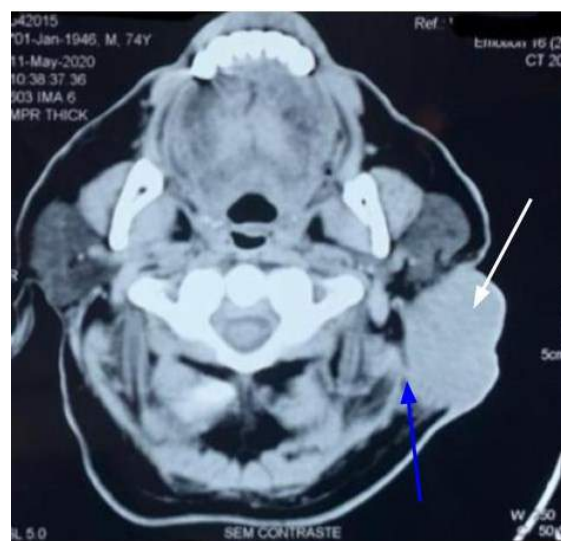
Tomografia pré-operatória do paciente do caso 1. Nota-se lesão tumoral expansiva (seta branca) e o plano de clivagem entre tumor e parte óssea (seta azul).
